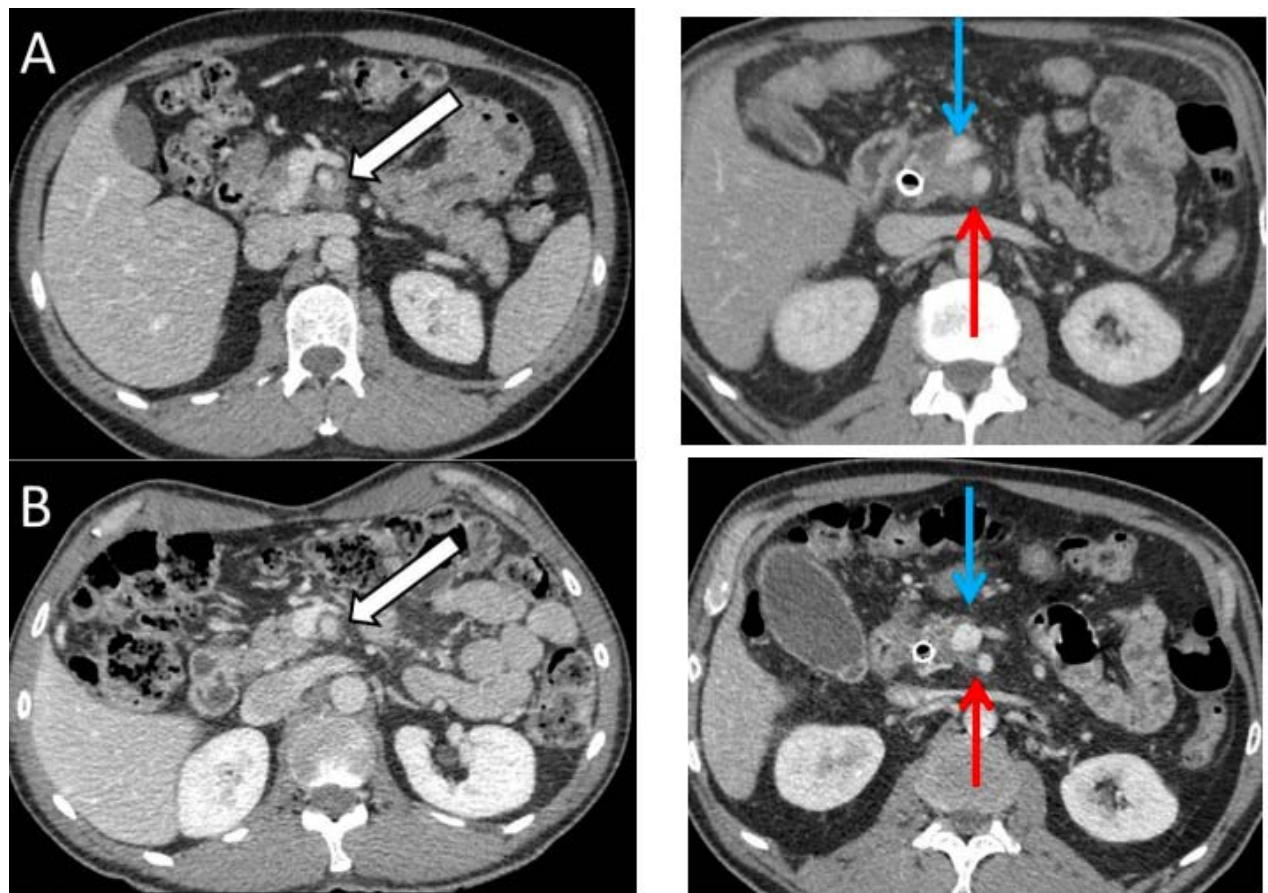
TDM abdominale coupe axiale, objectivant l'évolution d'une masse pancréatique céphalique avec contact artériel (A), après traitement d'induction* (B) : régression importante du volume tumoral (269).
